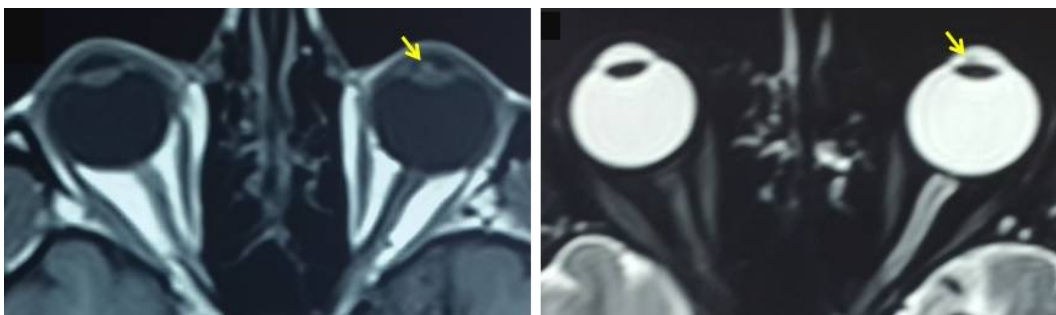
Coupes axiales à l'IRM montrant une formation de 4 mm (flèche) en hypersignal T1 (à gauche) et en hyposignal T2 (à droite) évoquant un mélanome du corps ciliaire
